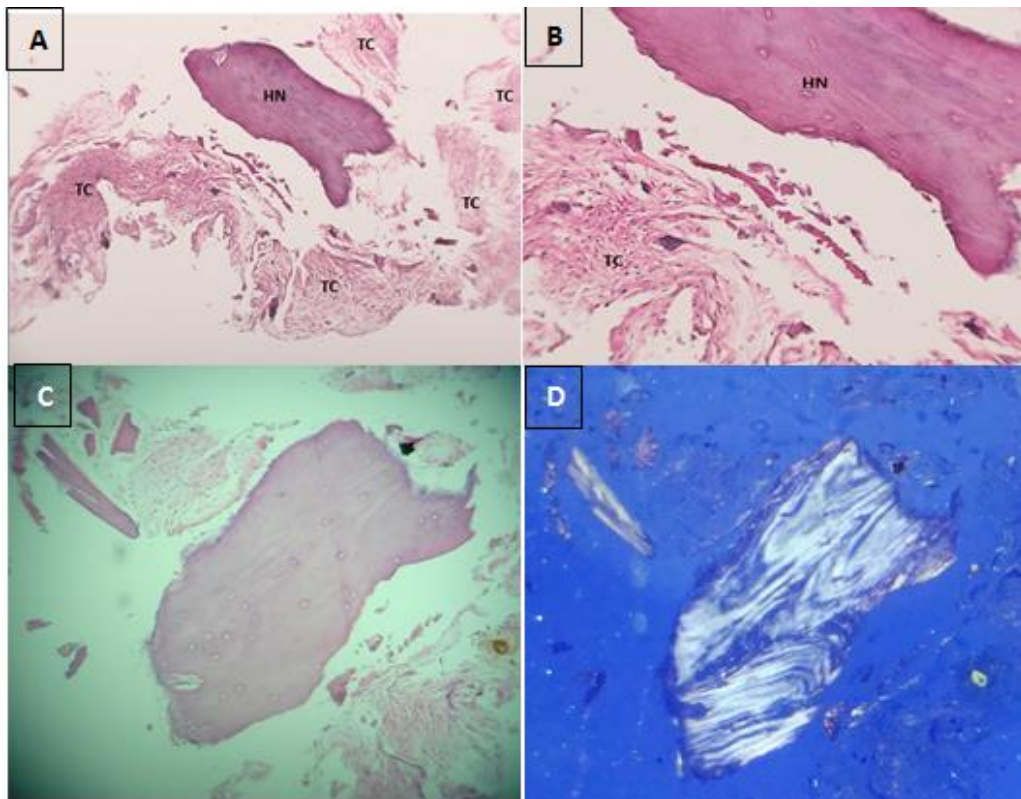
(A) En magnificación de 4x Se observó una muestra pequeña con hueso neoformado (HN) localizado y tejido conjuntivo (TC) abundante. (B) A 10x se observó con mayor claridad el hueso neoformado (HN) y tejido conjuntivo (TC) (C) A 20x se observó zona de hueso maduro. (D) La misma zona de hueso con luz polarizada se observa el hueso trabeculado maduro.
